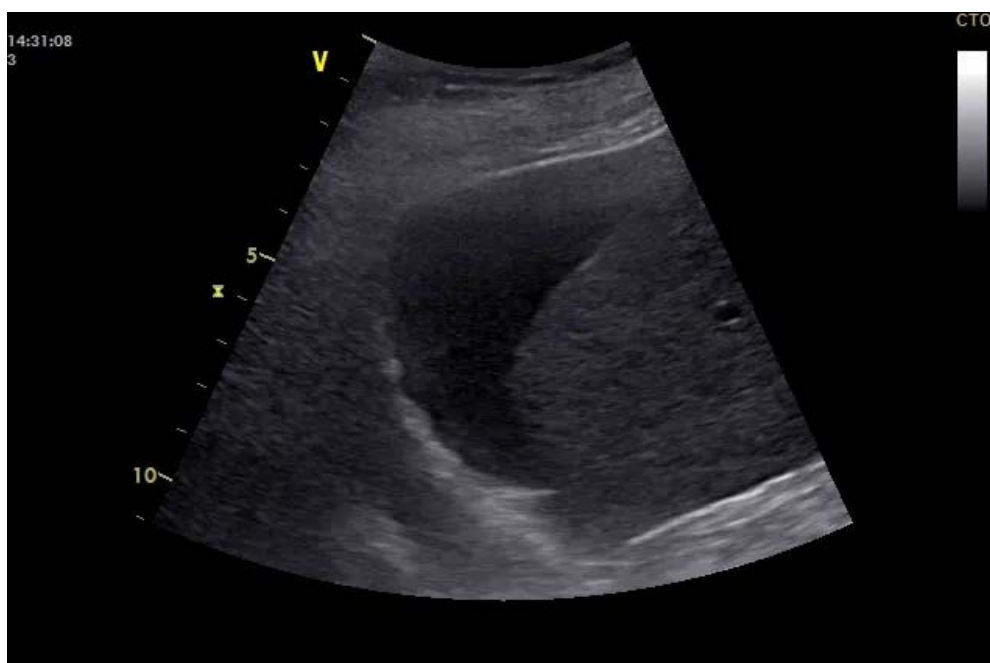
échographie abdominale montrant un épanchement péri-hépatique [64].
